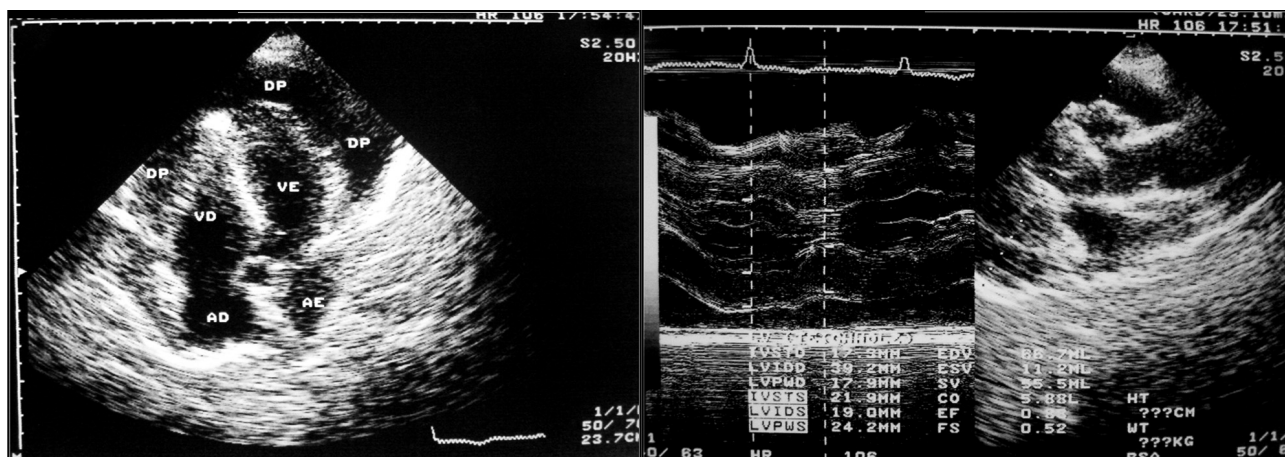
Aumento acentuado da espessura miocárdica e moderado derrame pericárdico mostrado em ecocardiograma bidimensional de paciente em fase aguda de doença de Chagas. Belém, 2002.
